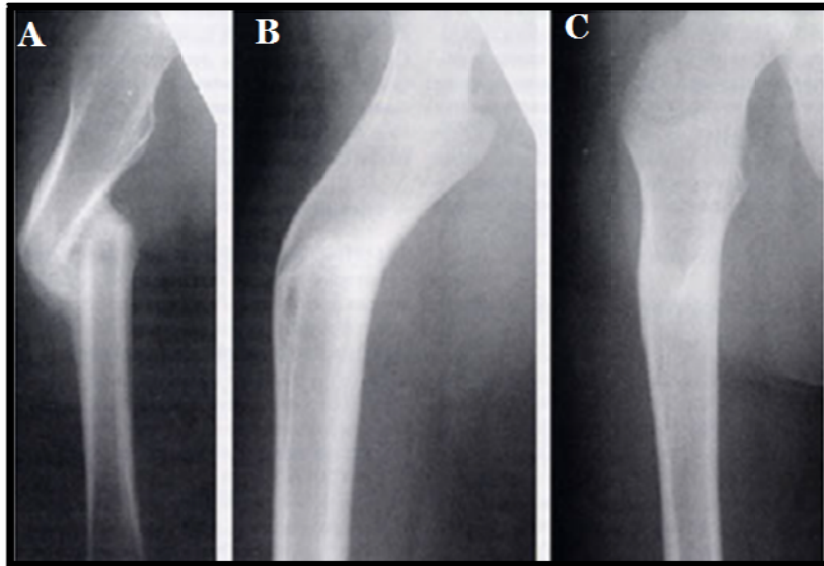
Radiographies de face de fémur droit chez une fille de 4 ans montrant l'évolution de la consolidation osseuse chez l'enfant. A –Après un mois de traitement orthopédique. B –Après 4 mois. C – Après 8 mois, on note la restitution complète.
